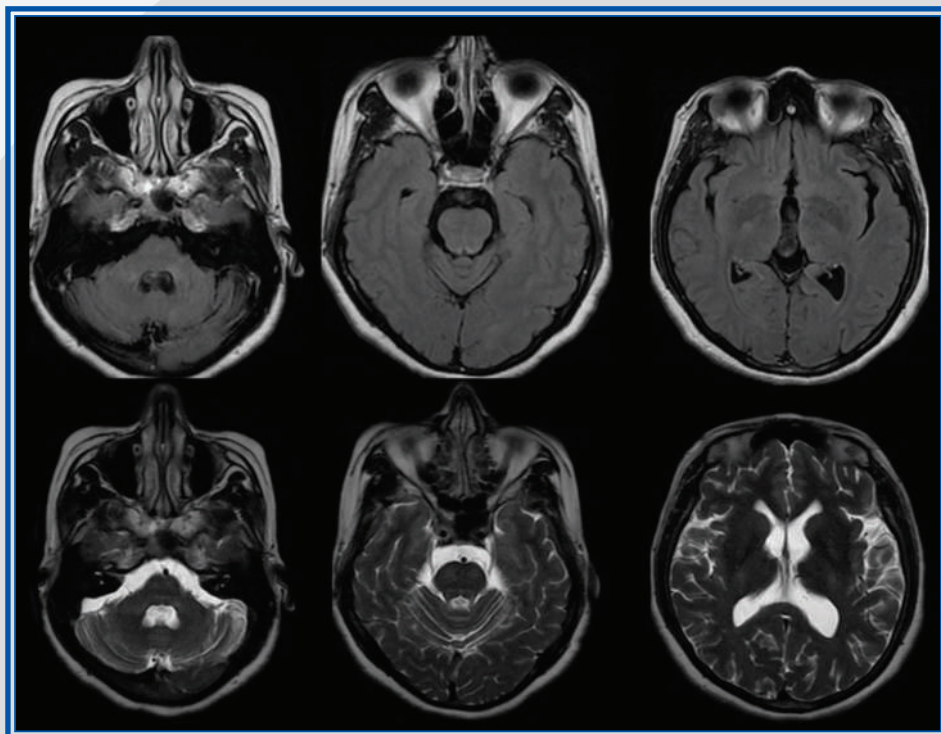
Capítulo 25. Resonancia magnética de cerebro en secuencias FLAIR y T2, realizada un año después, en el seguimiento de la paciente. Se observa pequeña hiperintensidad en FLAIR/T2 en el pedúnculo cerebeloso medio izquierdo, con remisión del resto de las lesiones observadas en el estudio previo.
